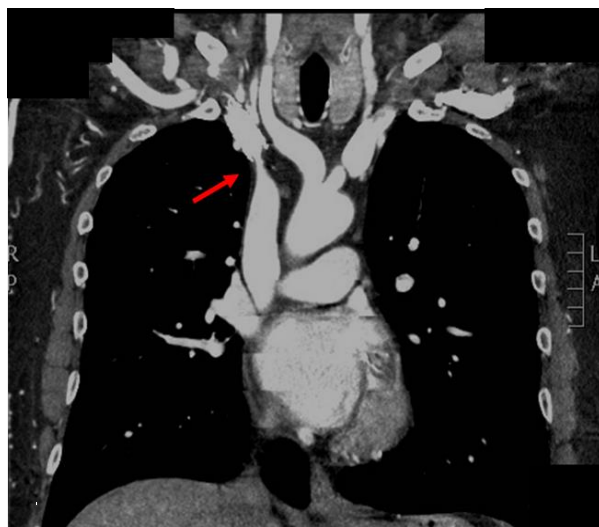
Angio-TC di controllo, edge stenosis evidenziata dalla freccia rossa.
